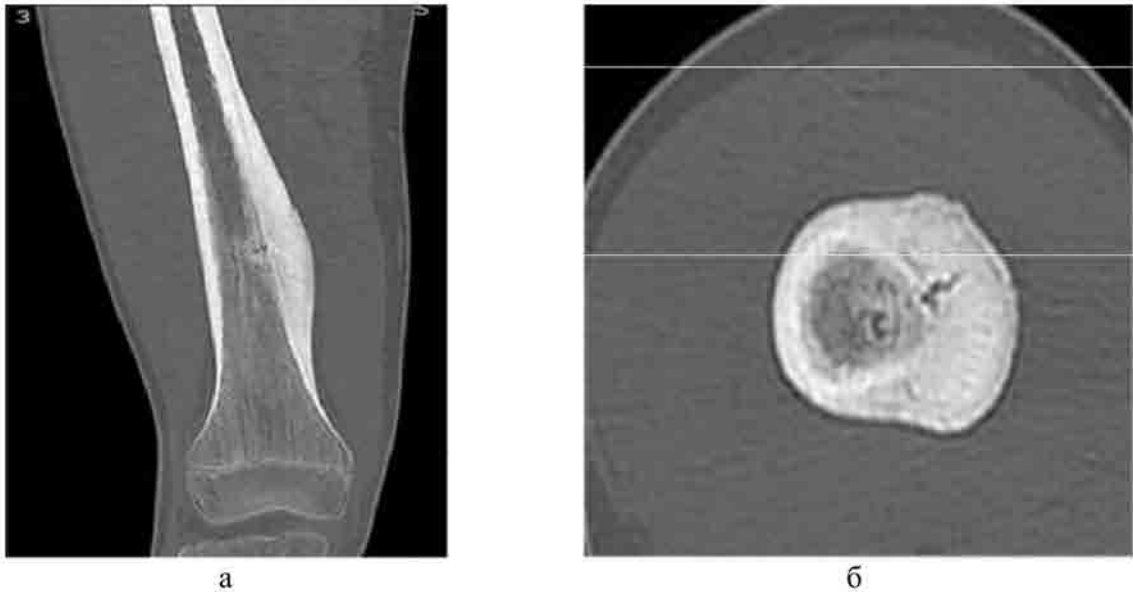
КТ-томограммы пациента 15 лет с ПХО Гарре, изменение надкостницы в виде гиперпластической периостальной реакции (гиперостоз): а – COR, дистальный отдел правой бедренной кости, б – АХ (на уровне патологического очага), гиперостоз и секвестральный свищевой ход
